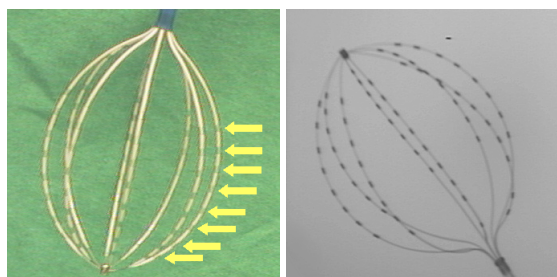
Multielektroden-Basket-Katheter. Der Katheter besteht aus acht einzelnen Strängen mit insgesamt 64 Elektroden: Jeder Strang weist acht Elektroden auf, wobei sich auf einem Strang eine zusätzliche Markierung, sowie auf einem weiteren Strang zwei zusätzliche Markierungen befinden. *Links* Fotografische Aufnahme. Die Pfeile markieren die acht Elektroden auf einem Strang. *Rechts* Röntgenaufnahme des Katheters.
